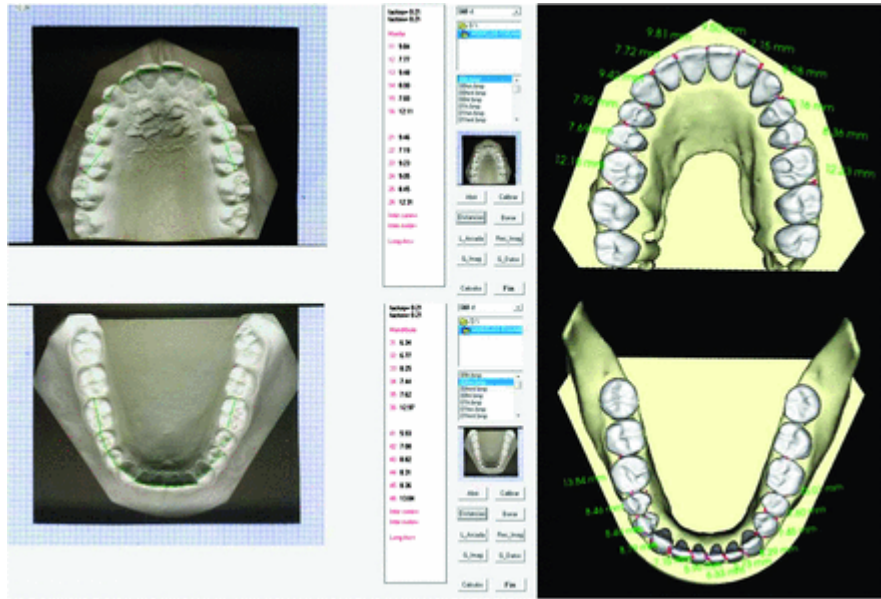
Figura N ° 2: Medición de los tamaños de los dientes mesiodistal utilizando el método digital y la tomografía computarizada de haz cónico (CBCT).
